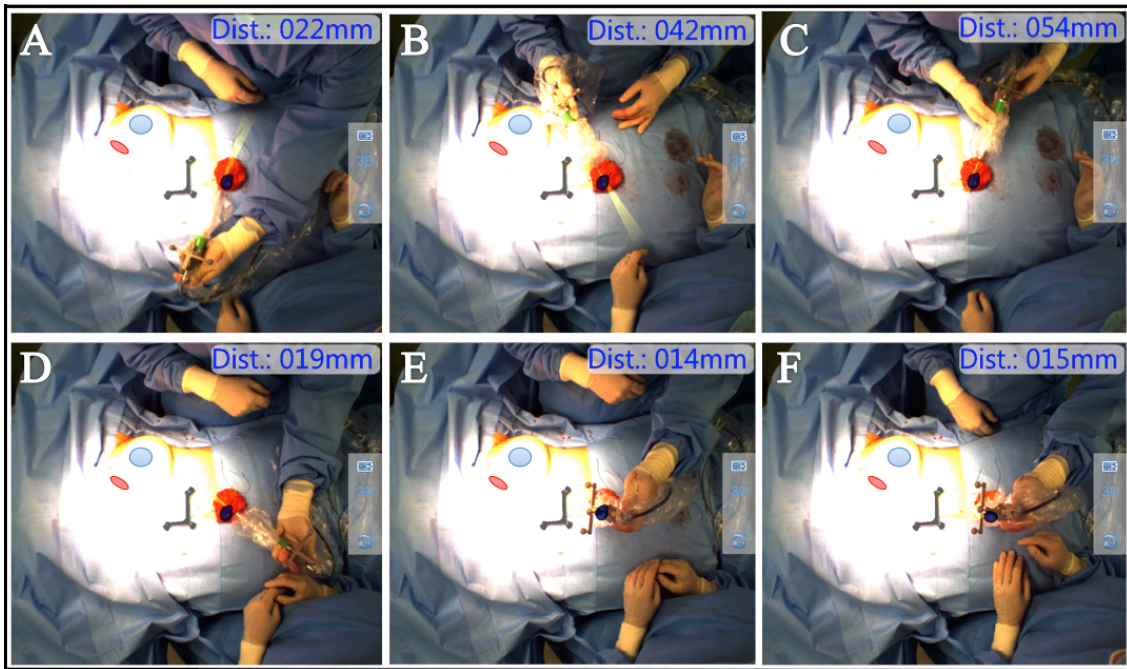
Patientenbeispiel zu Abstandsmessungen mittels fhSPECT; Markiert sind die periareoläre Injektionsstelle (blauer Kreis, wegen Überbelichtung nachträglich eingefügt) und das Tumorbett der linken Brust im oberen, inneren Quadranten (rotes Oval, wegen Überbelichtung nachträglich eingefügt). (A) periphere, (B) latero-craniale, (C) zentrale, (D) medio-caudale, (E) ventrale und nach Umlagerung und Rescan des Resektats (F) dorsale Abstandsmessung
